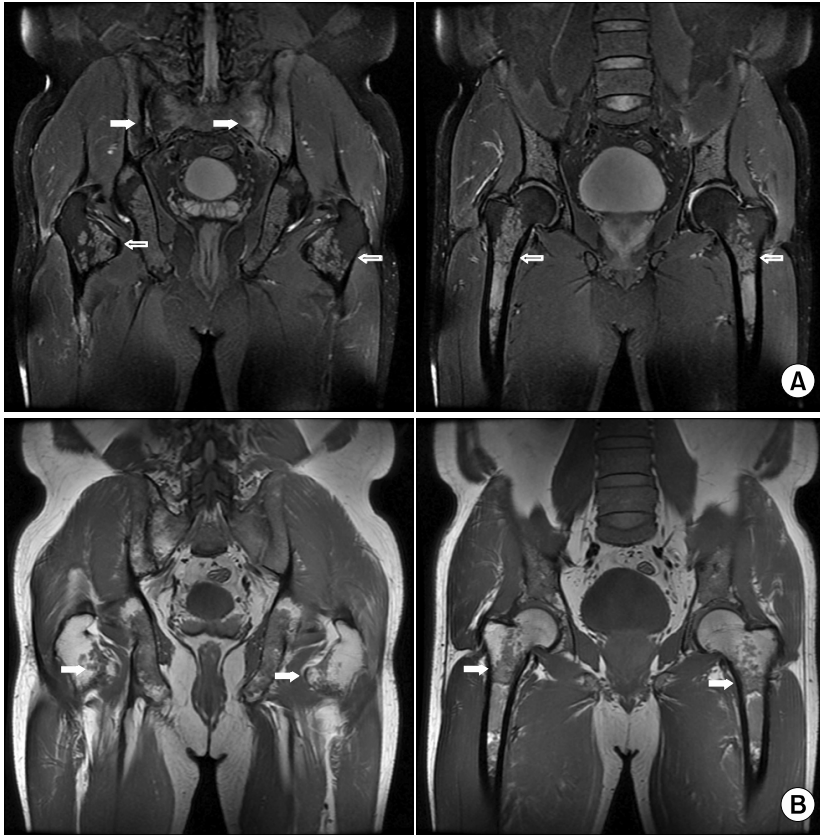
(A) T2-weighted fat suppression magnetic imaging shows high signal intensity in both sacroiliac joints (black arrows) and bone marrow edema in the left sacroiliac joint. Additionally, abnormal bone marrow infiltrations are present in the femurs (white arrows) and the pelvic bones. (B) T1-weighted imaging clearly shows abnormal bone marrow infiltrations in the femur (arrows) and the pelvic bones.
